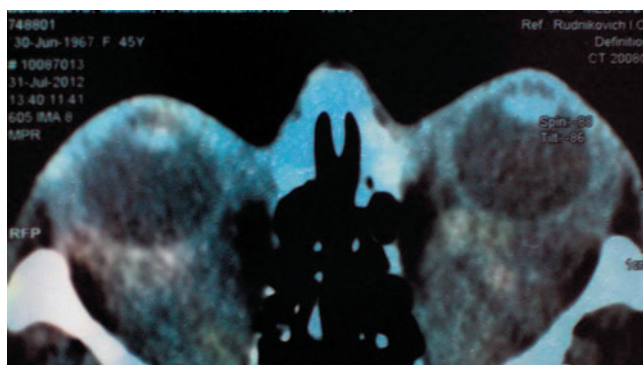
Компьютерная томограмма пациентки с рецидивом лимфомы с поражением обеих орбит.
